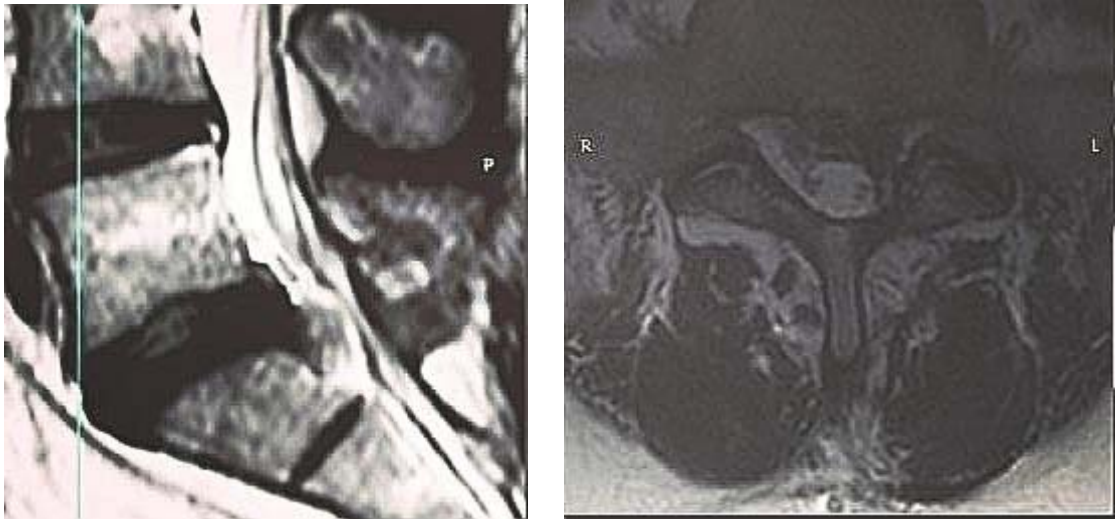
МРТ поясничного отдела до 3 операции в сагиттальной и аксиальной проекциях
